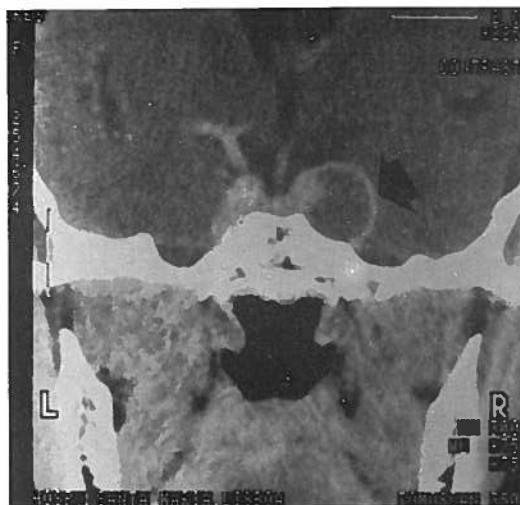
Caso 7—Tomografia computadorizada coronal directa com administração IV de contraste iodado apresentando lesão intracavernosa direita (seta).
